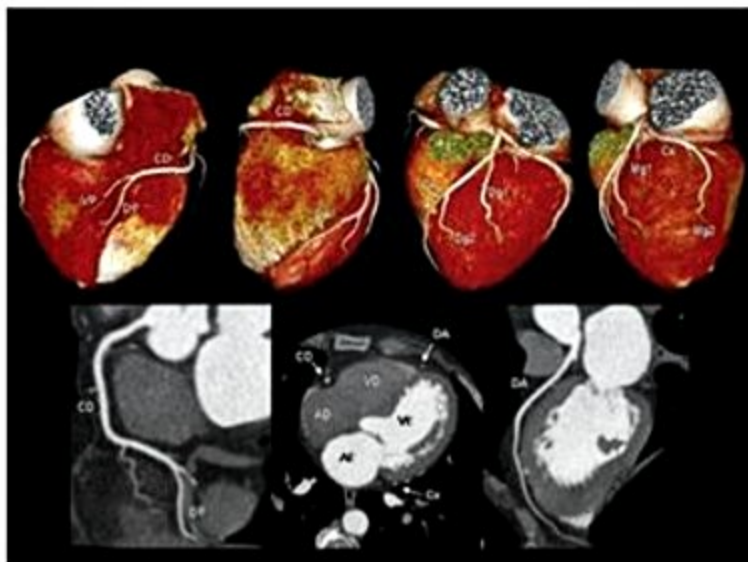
Angiotomografia de coronárias com reconstrução tridimensional, multiplanar e axial, de paciente sem aterosclerose coronariana. VP: ventricular posterior; CD: coronária direita; DP: descendente posterior; DA: descendente anterior; Mg: marginal; Cx: circunflexa; AD: átrio direito; VD: ventrículo direito; AE: átrio esquerdo; VE: ventrículo esquerdo.
